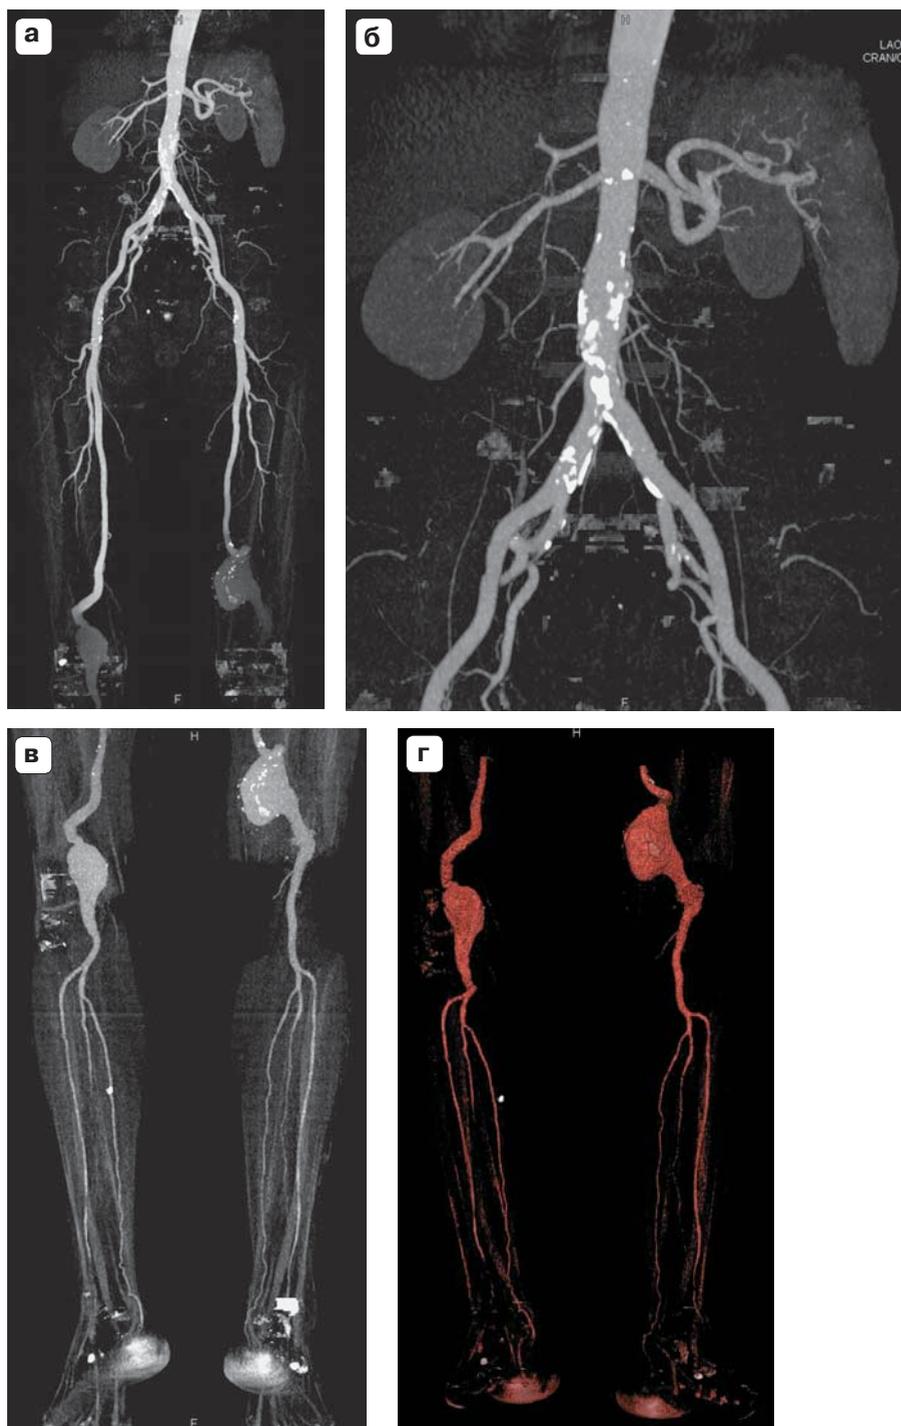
МСКТ-изображение аневризматического расширения брюшной аорты и аневризм обеих подколенных артерий (MIP). а – коронарная реконструкция по всей длине; б – коронарная реконструкция на уровне подвздошных артерий; в – коронарная реконструкция на уровне подколенных артерий и артерий голени; г – коронарная реконструкция на уровне подколенных артерий и артерий голени (VRT).
